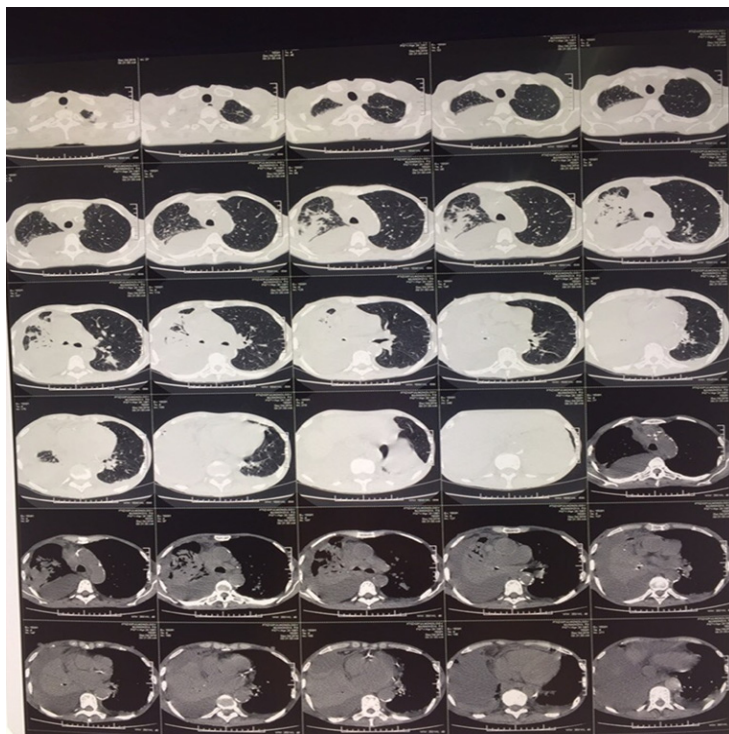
КТ органов грудной клетки от 04.12.2018
